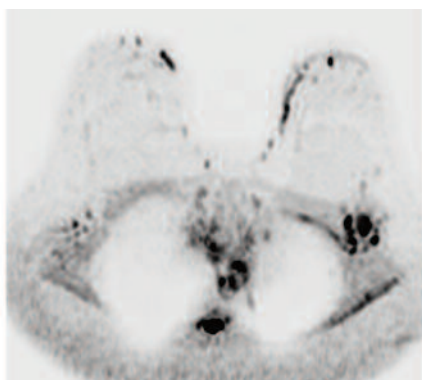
a, b Immagini acquisite in Tecnica DWI, con *b factor* pari a 0 e 800 sec/mm², assiale.
